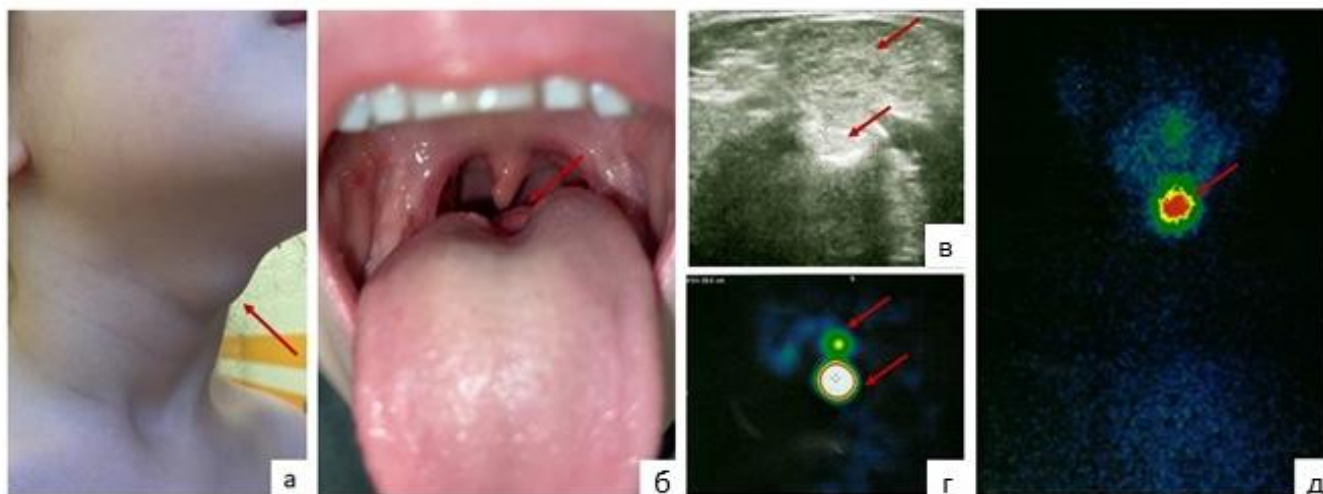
Эктопированная ткань ЩЖ у пациентки 7,0 лет по данным : осмотра (а) и фарингоскопии (б), УЗИ в продольной проекции (в), сцинтиграфии с ^{99m}Tc -пертехнетат в планарном режиме (г) и ОФЭКТ (д)
